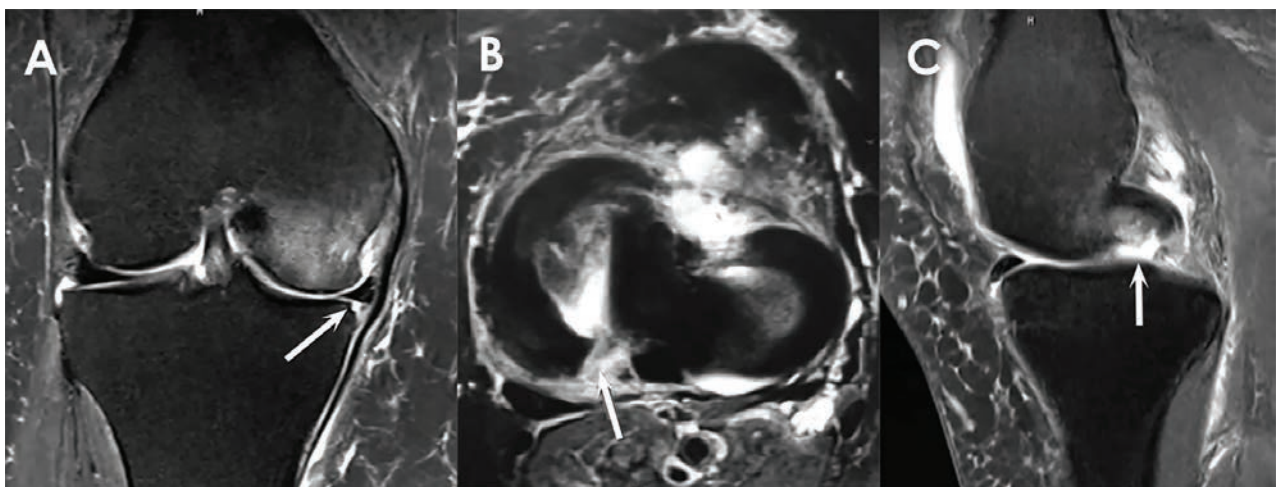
Resonancia magnética nuclear mostrando una lesión de raíz meniscal. A) Corte coronal en T2 mostrando la extrusión del menisco medial en una rodilla derecha (flecha). B) Corte axial mostrando una imagen hiperintensa propia de una lesión radial a nivel de la unión del cuerno posterior con la inserción de la raíz meniscal en una rodilla derecha (flecha). C) Corte sagital mostrando una imagen fantasma del cuerno posterior del menisco externo en una rodilla derecha (flecha).
